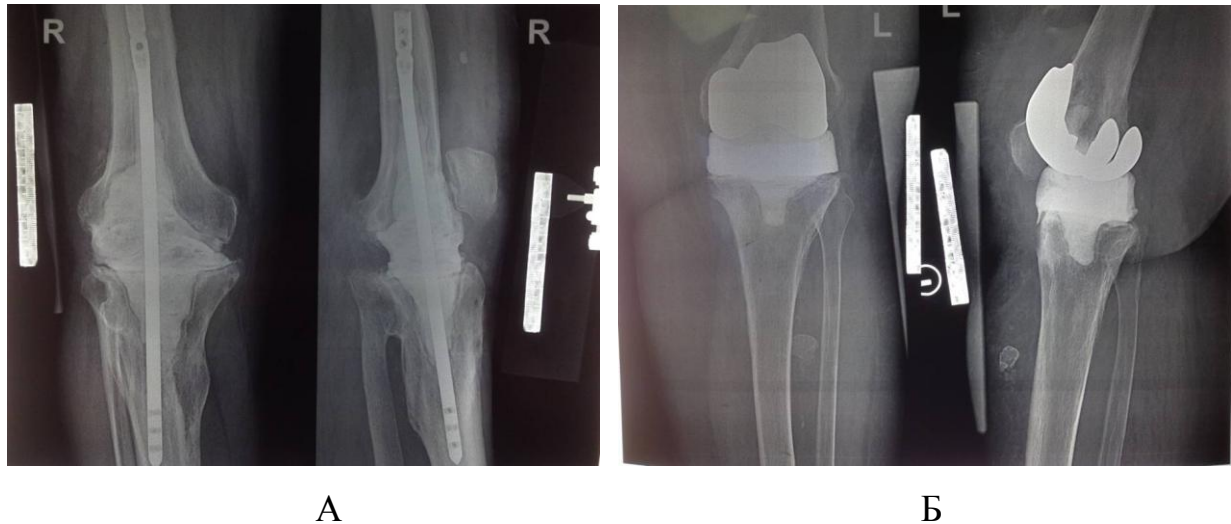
Рентгенограммы коленного сустава с блоковидным (А) и артикулирующим (Б) спейсерами
